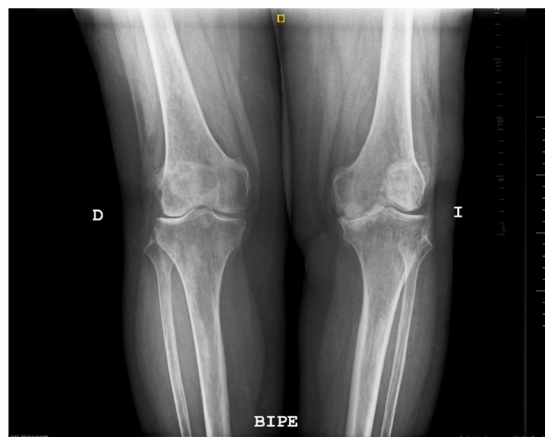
Radiografía en bipedestación preoperatoria.
